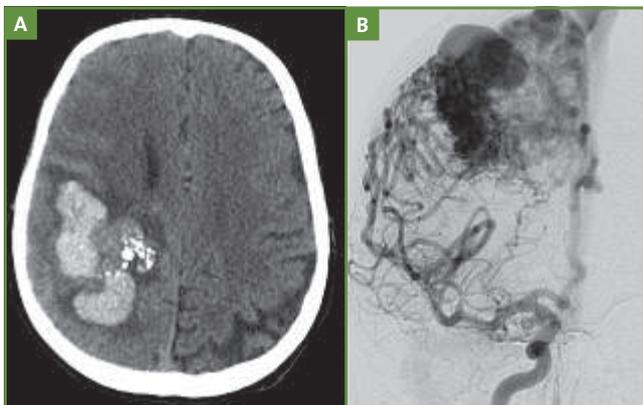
HIC par rupture d'une malformation artérioveineuse. TDM cérébrale SPC (A) montrant un hématome lobaire frontopariétal droit avec une anomalie hétérogène spontanément dense sur la partie interne de l'hématome. L'artériographie conventionnelle (B) met en évidence une volumineuse malformation artérioveineuse frontale droite.
